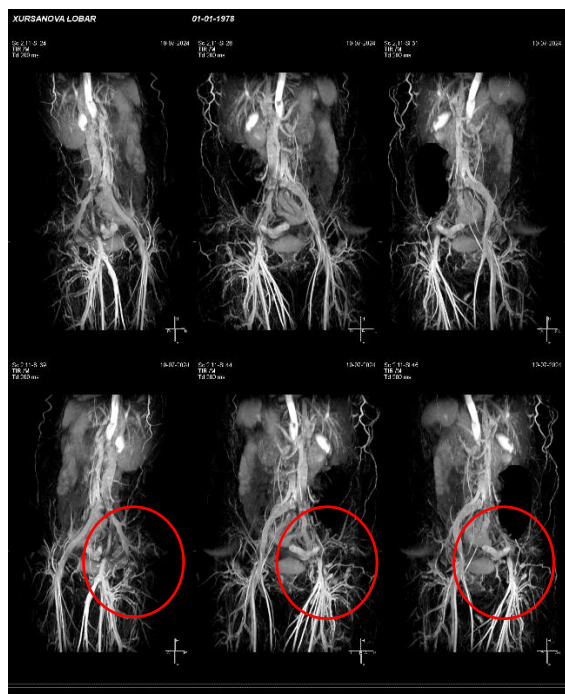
МРТ-признаки окклюзии левой подвздошной вены
